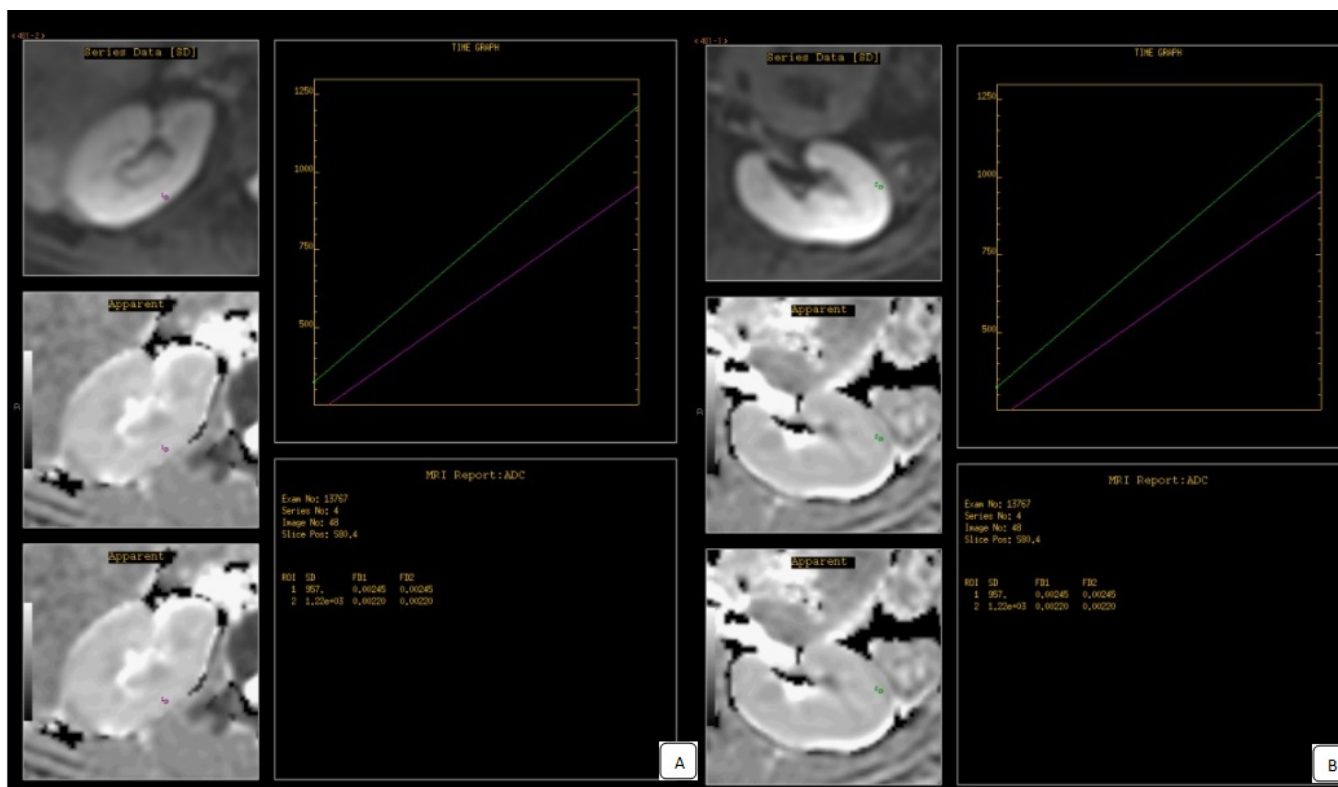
Displasia renal derecha con quiste único. Cálculo de ADC en A: RM fetal en embarazo de 28 semanas de gestación y B: Riñones maternos. El valor del ADC obtenido en un ROI en la cortical del riñón sano es igual al de la cortical del riñón materno ( $ADC = 1.28e-09\text{mm}^2/\text{s}$ ) (ROI 1 y 3) y claramente inferior a la del riñón fetal patológico (ROI 2) que muestra restricción de la difusión ( $ADC = 3.33e-09\text{mm}^2/\text{s}$ ) en probable relación con alteración de su celularidad y displasia renal [1].
